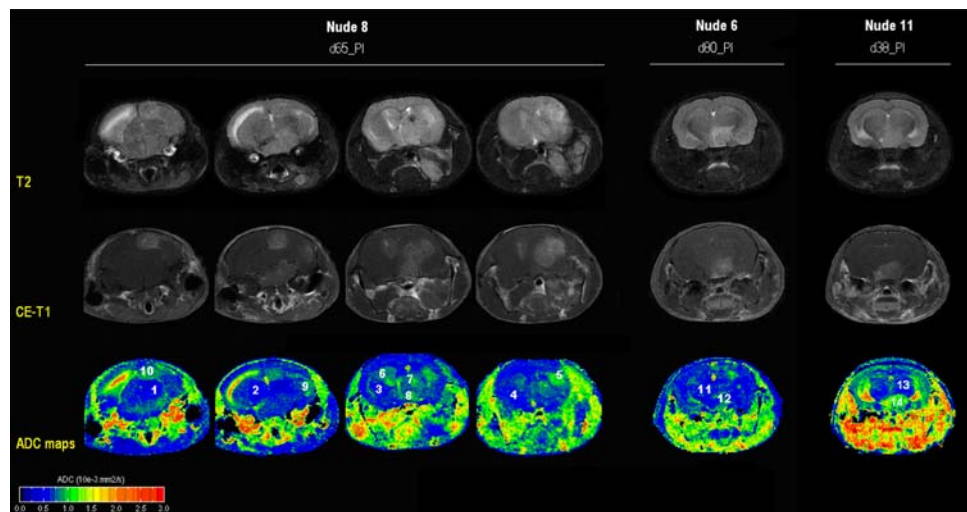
T2-W, CE-T1 and ADC maps for the same slices. In *Nude 8*, different coronal slices obtained from neck to snap (*left to right*). ADC maps perfectly differentiate edema and/or CSF areas (seen in T2-weighted images as brighter areas) from metastasis (regions 5–10, white numbers seen by CE-T1 also as brighter areas), as regions of ADC values higher than the normal brain parenchyma regions (1–4). One metastasis located in the hypothalamus of *Nude 6* and *Nude 11*
